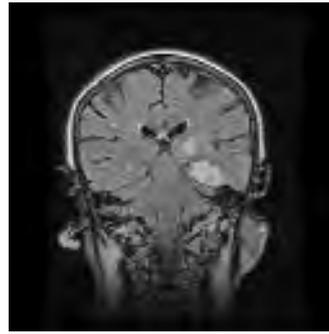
Infarto agudo. Adulto que debuta con déficit neurológico y crisis comicial. Tomografía coronal y secuencia FLAIR. Lesión hiperintensa localizada en la parte posterior del lóbulo temporal y en tálamo del lado
